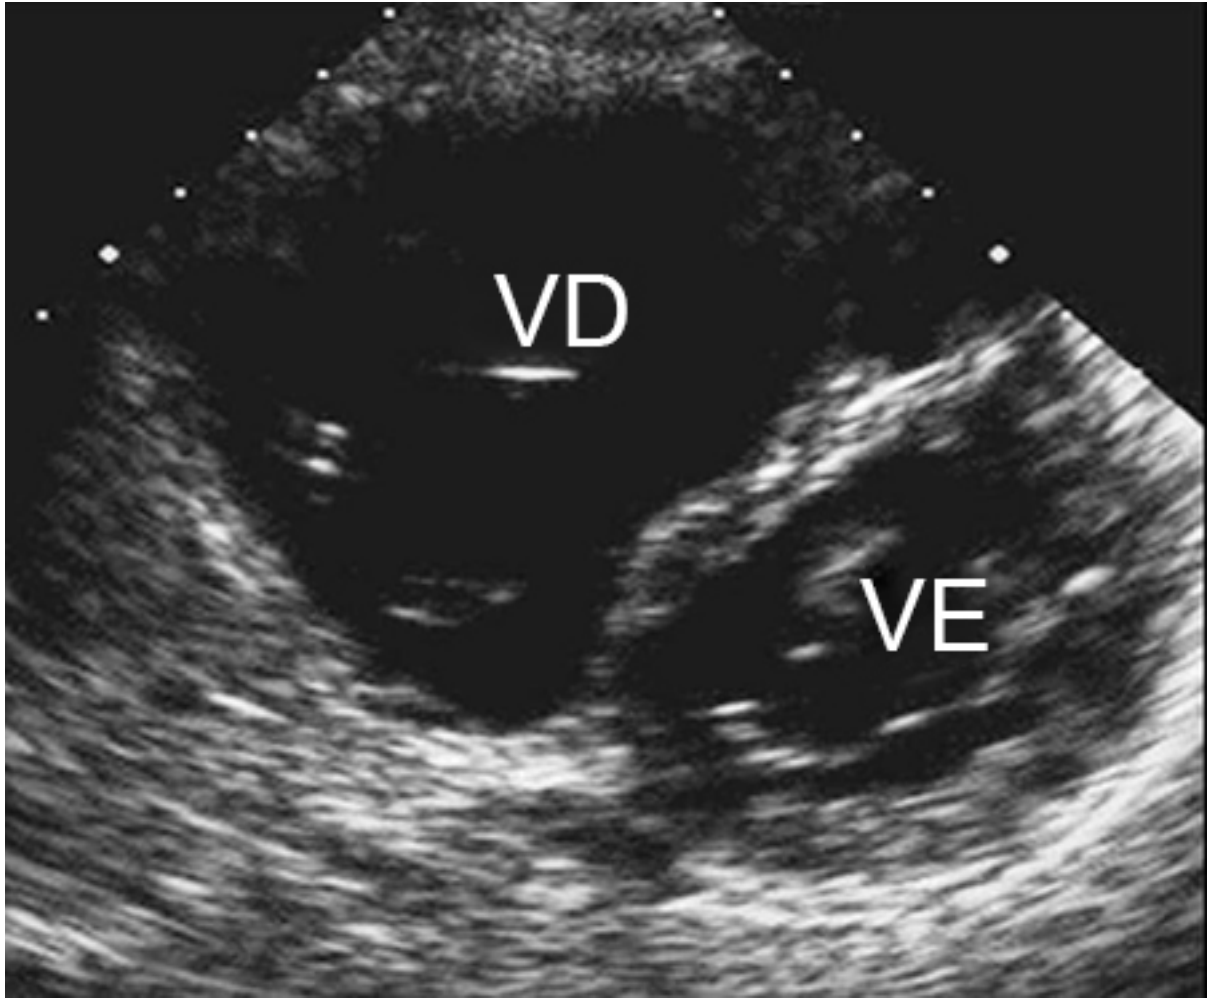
Imagem de ecocardiografia de eixo curto parasternal revelando dilatação do ventrículo direito em um paciente com comunicação interatrial. VE: ventrículo esquerdo, VD: ventrículo direito
